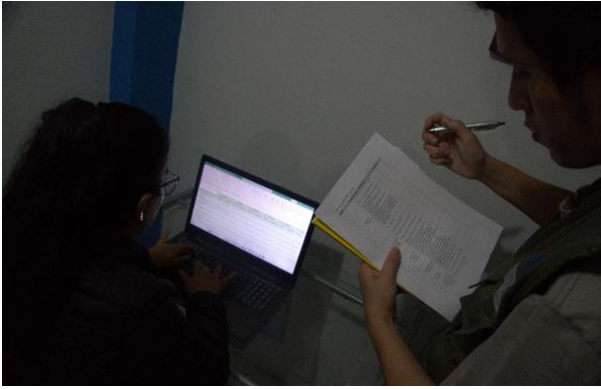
Evidencia de evaluación del puesto, según el checklist de la RM - 375
